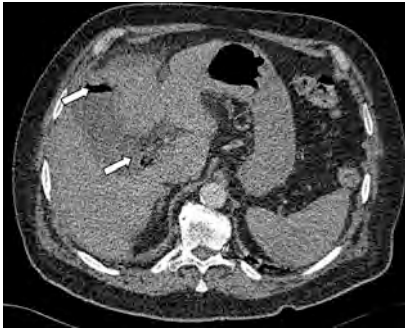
Angiotomografía computerizada en la que se observa gas en el árbol biliar (flechas).
